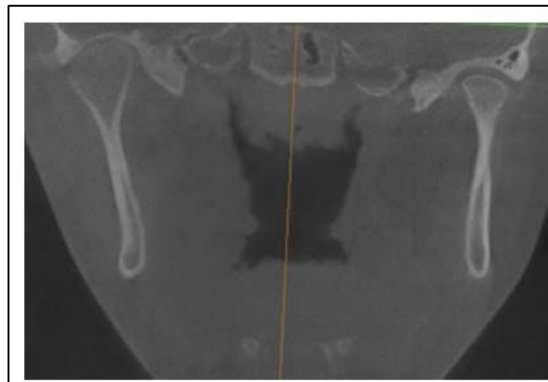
CBCT image of a unilateral condylar hyperplasia patient included in this research showing asymmetry between hyperplastic and normal condyle (Condylar hyperplasia type 1B of Woford's Classification)
